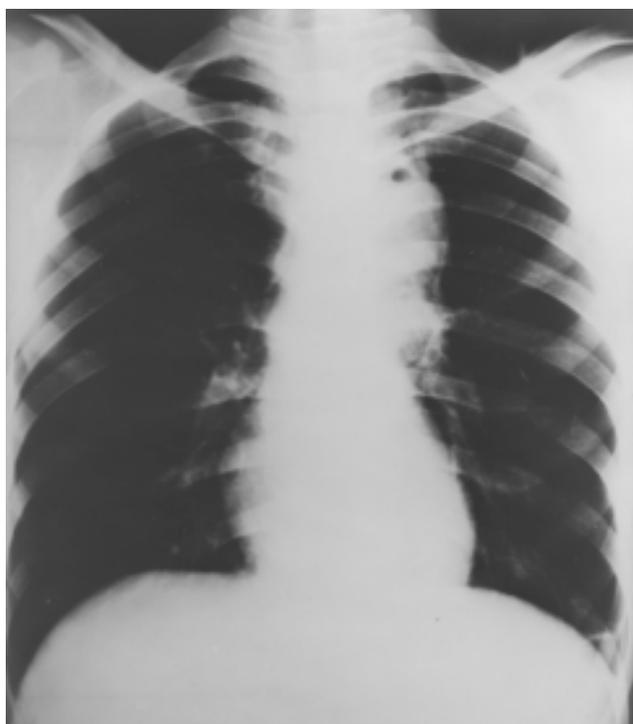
Caso 4, paciente masculino 22 años. A) Ensanchamiento en mediastino superior con una imagen izquierda que sugiere una pequeña cavidad con aire, B) TC que muestra un absceso mediastinal sobre el margen izquierdo, en su interior se observan dos cavidades irregulares.
